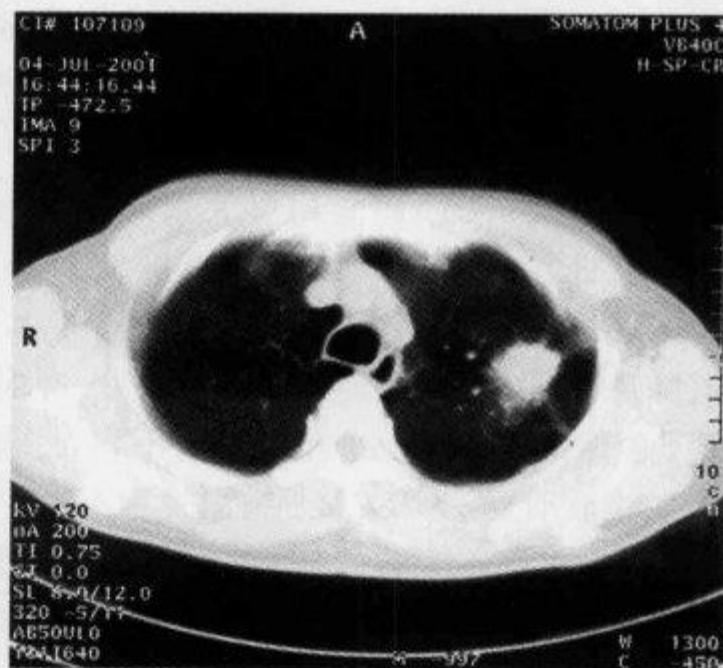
左肺尖肺腺癌,肺部 CT 示“血管集束征”
